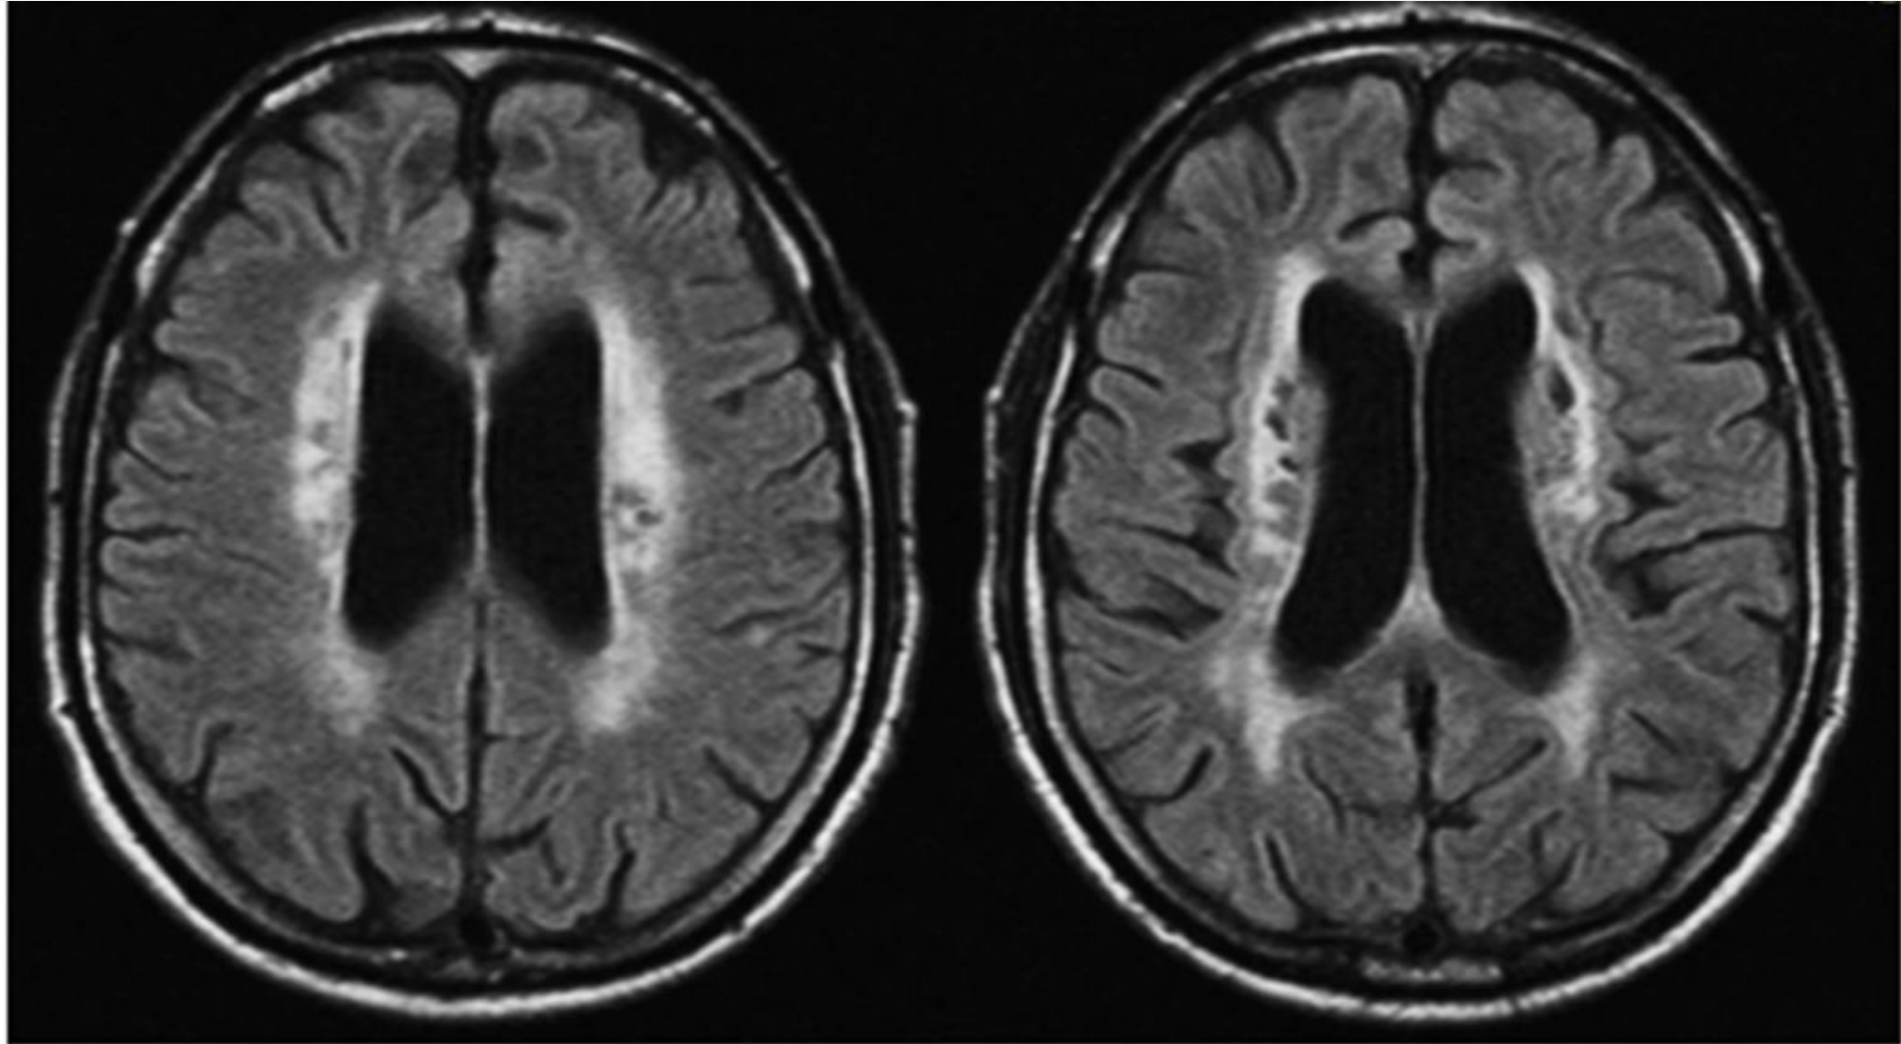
МРТ головного мозга, T2-FLAIR акс. сканы: множественные очаги и сливные зоны хронической ишемии в белом веществе лобных и теменных долей; перивентрикулярный лейкоареоз
